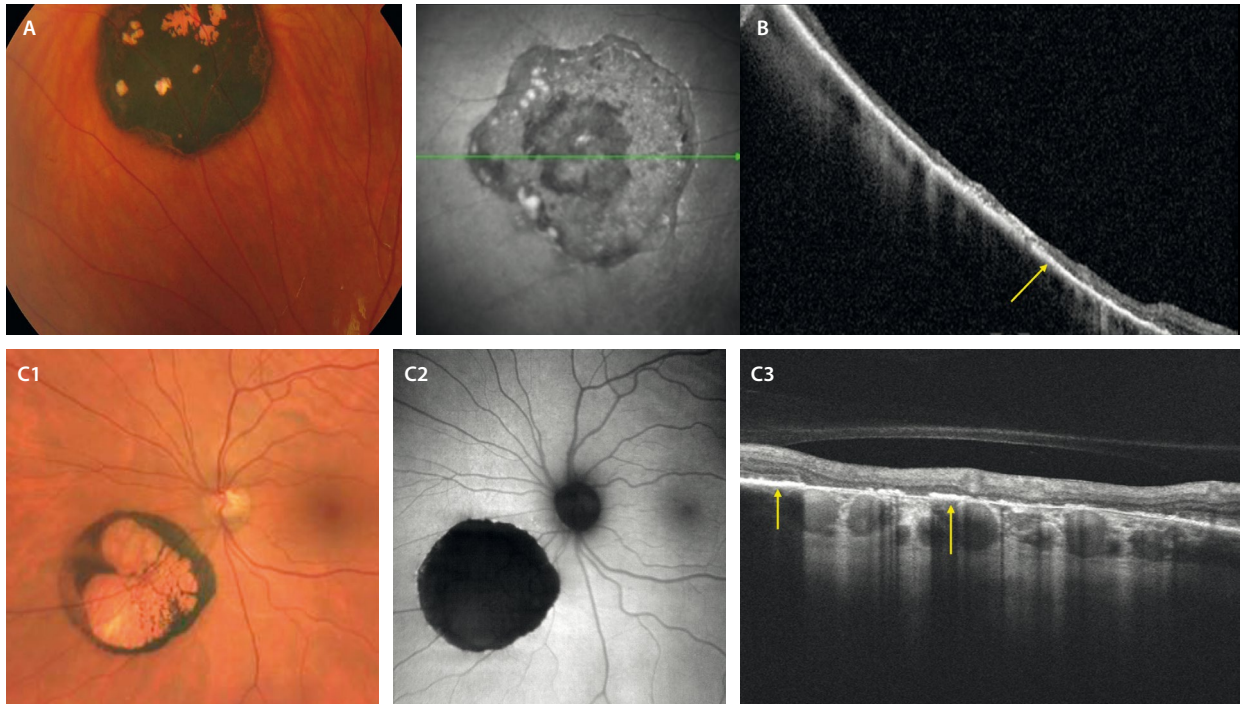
Hipertrofia congénita del epitelio pigmentario de la retina. A) Primer caso donde la retinografía muestra una lesión tipo hipertrofia congénita del epitelio pigmentario de la retina muy pigmentada y bien delimitada con algunas lagunas hipopigmentadas. B) Segundo caso con una tomografía de coherencia óptica (que corresponde a la flecha verde de la imagen cercana a la infrarroja) donde se aprecia una hiperplasia del epitelio pigmentario de la retina muy engrosado e hiperreflectivo (flecha amarilla), así como un adelgazamiento de las capas retinianas. C1-C3) Tercer caso. C1) Retinografía con una lesión de hipertrofia congénita del epitelio pigmentario de la retina con pigmentación periférica y una gran laguna hipopigmentada central. C2) Muestra una lesión claramente hipoautofluorescente. C3) En la tomografía de coherencia óptica se aprecia una hiperplasia del epitelio pigmentario de la retina engrosado e hiperreflectivo (flechas amarillas) coincidiendo con las zonas de pigmento en la retinografía y zonas de ausencia de epitelio pigmentario de la retina e hipertransmisión en las zonas de lagunas. Además, la retina externa está adelgazada, mientras que la interna se encuentra conservada.
